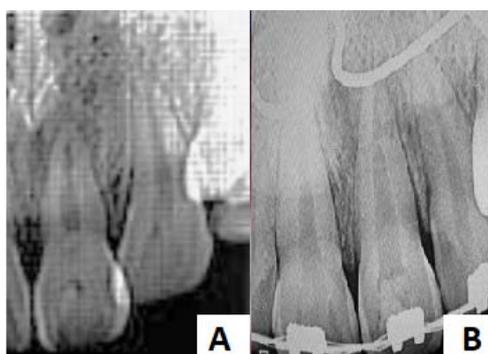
Radiografías periapicales del diente 2.1 (caso 10). (A) Radiografía del diente 2.1 con ápice inmaduro y lesión apical en el año 2017. (B) Radiografía del diente 2.1 en el año 2020. Se observa aparatología de ortodoncia, crecimiento de manera longitudinal y transversal de la raíz, y disminución de la lesión apical. ⁽³⁶⁾
